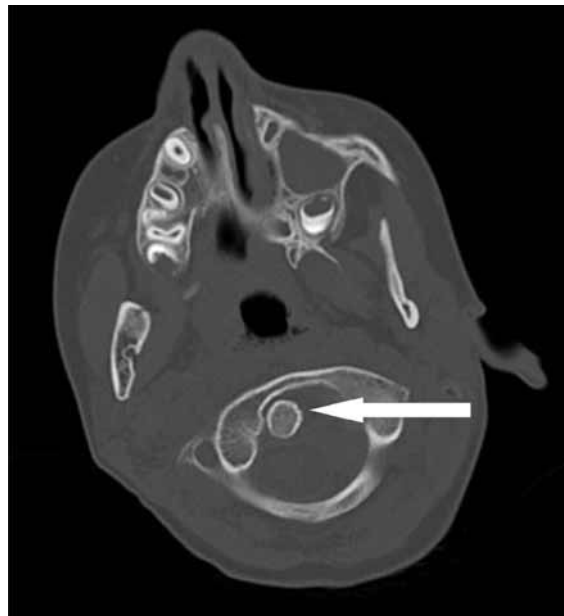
CT-HWS in axialer Schichtung. Die Subluxation C1/C2 ist deutlich erkennbar (Pfeil).
